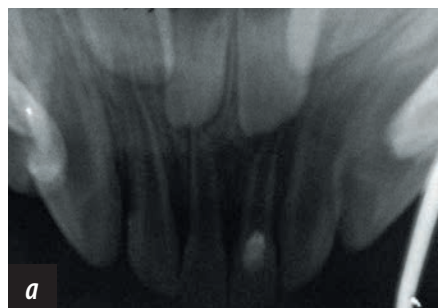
Прицельные окклюзионные рентгенограммы фронтальных отделов верхней (а) и нижней (б) челюстей
